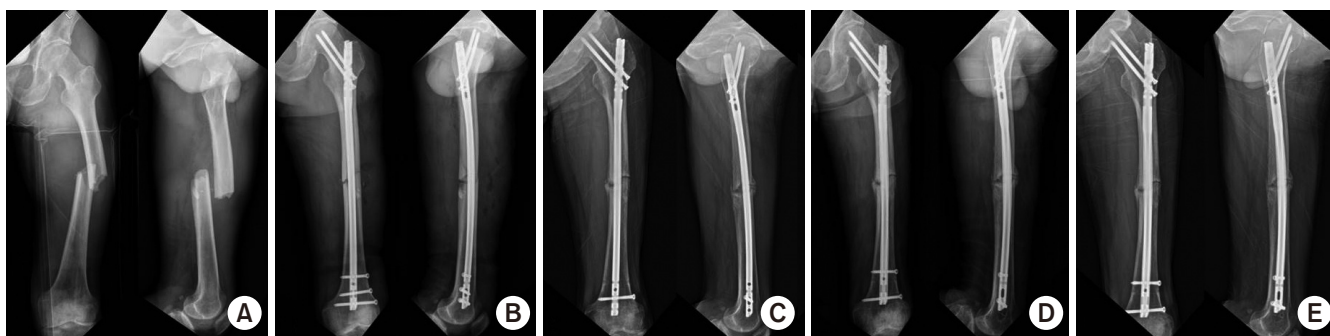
A 62-year-old male smoker. He had uncontrolled diabetes and blood pressure. (A) X-ray shows a left femur midshaft fracture (Winquist-Hansen Type I). (B) Initially, intramedullary nailing was done. (C) After 22 months, the X-ray shows hypertrophic nonunion. (D) Exchange nailing is done. (E) Finally, nonunion is presented.
